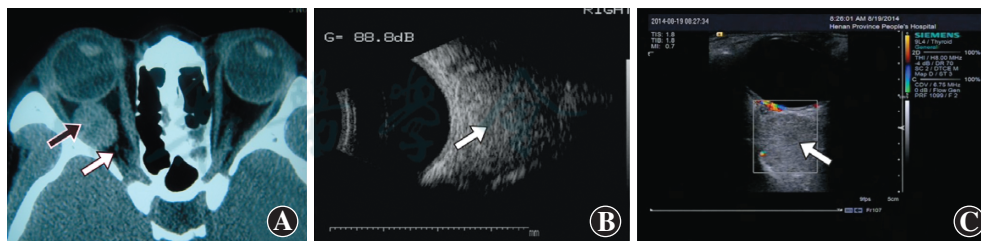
术前 OCH 患者 CT、B 型超声和 CDI 表现 A: CT 轴位可见右眼球后肌锥内类圆形占位性病变 (黑箭), 视神经受压移位, 肿瘤与眶尖间有正常脂肪 (白箭), 提示无明显粘连 B: B 型超声图像示右眼球后占位病变 (箭头), 呈类圆形、边界清楚, 内回声中等 C: CDI 显示肿瘤内无彩色血流信号 (箭头)
